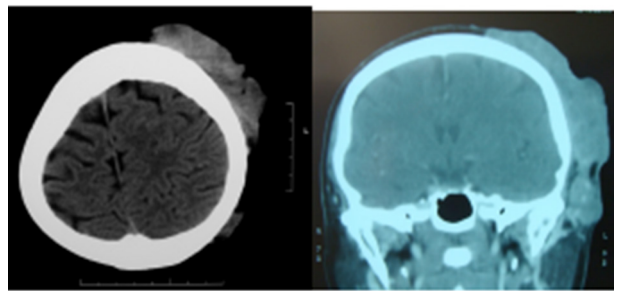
TAC corte axial y coronal.
